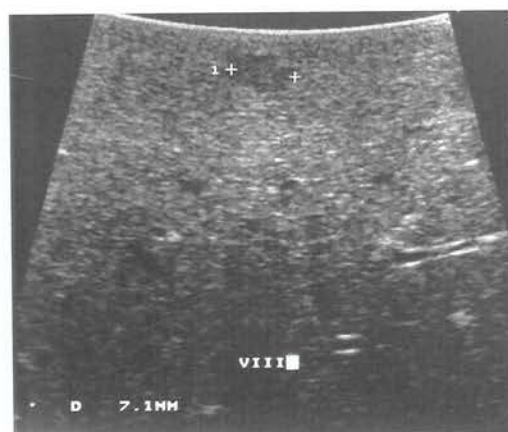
Paciente masc., 41 anos, portador de melanoma. Apresentava à TC e US pré-operatórias (A) duas lesões em lobo esquerdo, confirmadas pela ultra-sonografia intra-operatória (USIO) (B). Apesar de superficial, apenas a USIO foi capaz de demonstrar uma lesão de 7 mm em segmento VIII.
